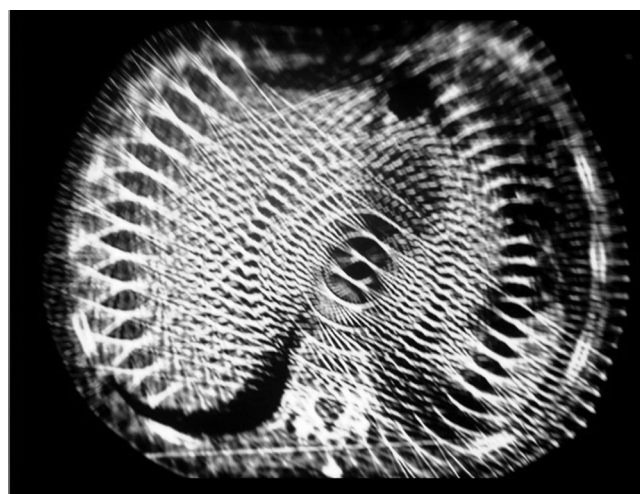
TC de abdomen, corte axial: el artefacto en "remolino" impide la normal visualización del abdomen.
